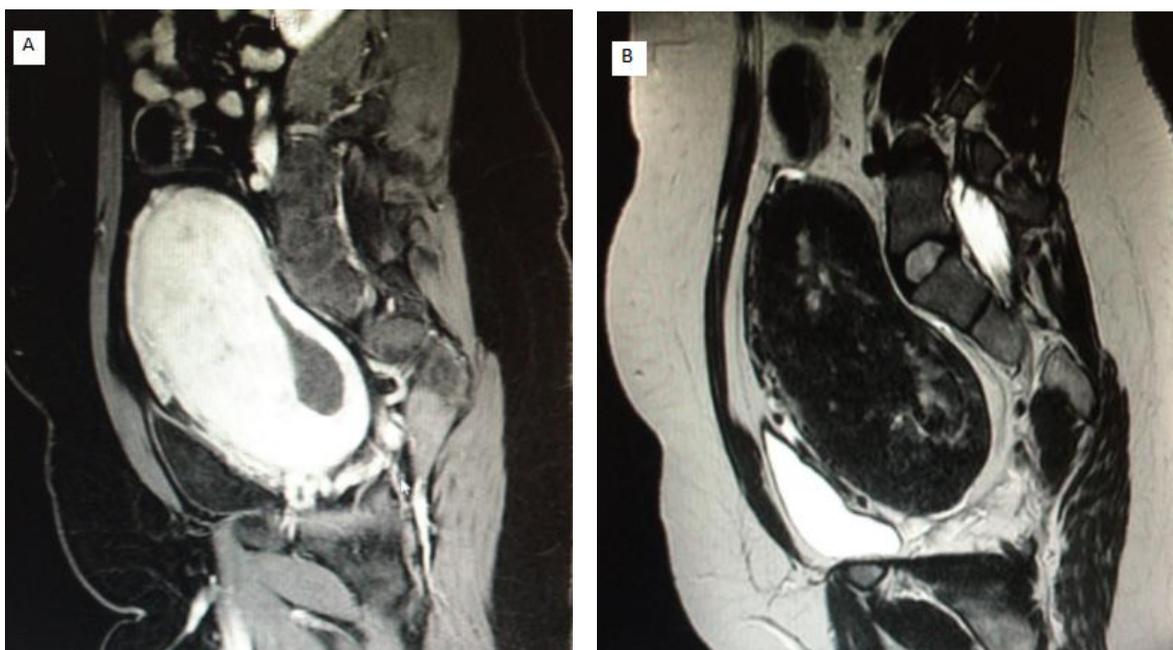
Ressonância magnética de pelve mostrando volumosa massa pélvica. A. Corte coronal B. Corte sagital C. Corte axial.
